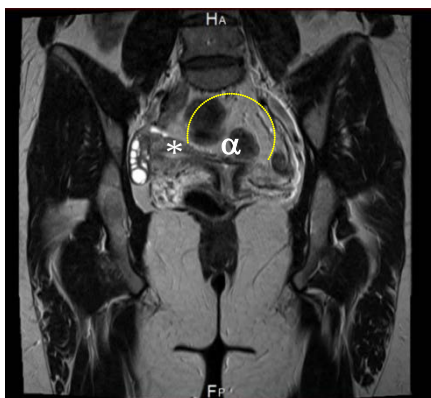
IRM (proiecție fron-tală): uter bicorn (ESHRE/ESGE clasa U3b), cornul drept (*)
